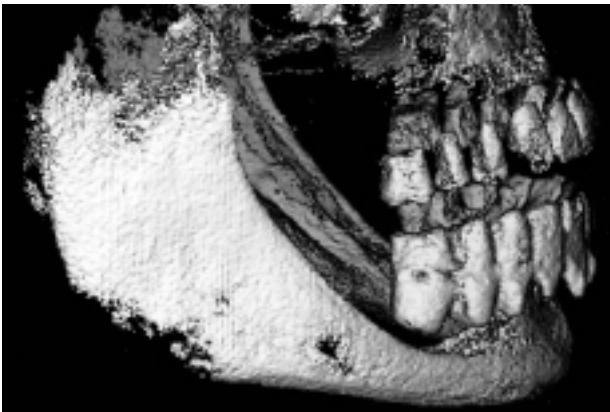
Die dreidimensionale Darstellung des Set-ups durch volumetomographische Bildgebung erlaubt eine gute Beurteilung der intermaxillären Relation.
